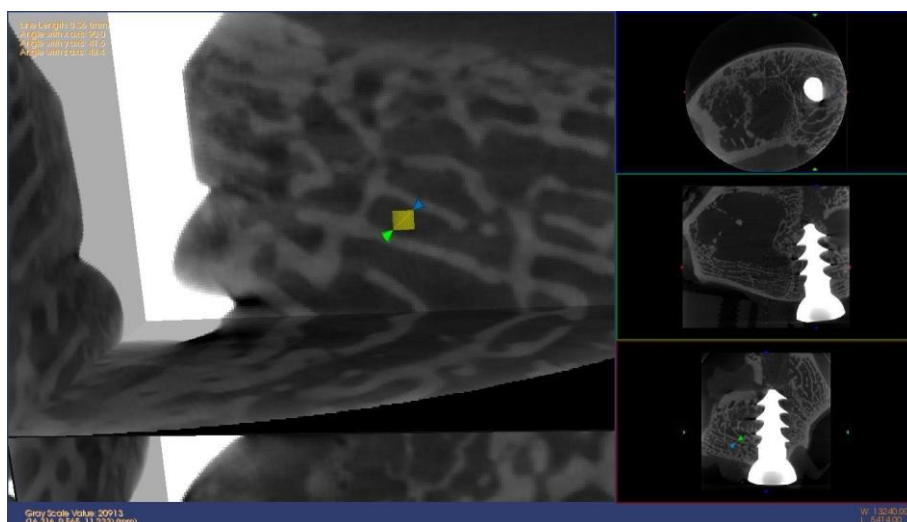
Medición del grosor trabecular en el micro CT.
